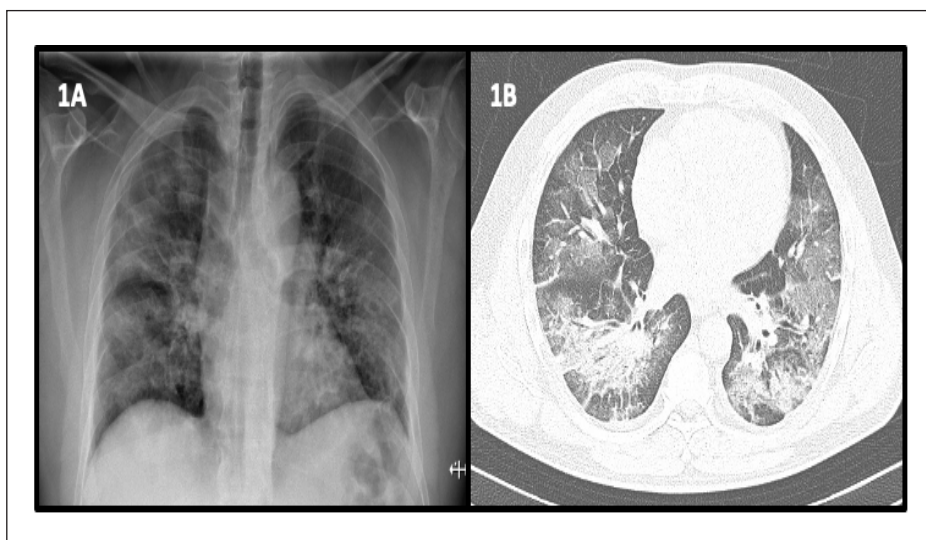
(1A) radiografía de tórax y (1B) tomografía de tórax de alta resolución.
